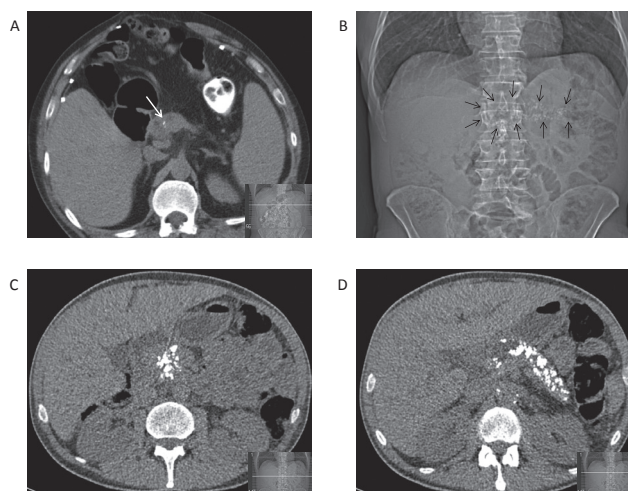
Feine Verkalkungen im Pankreas können am besten in einer Computertomographie in der Nativphase gesehen werden, da sie sich dann deutlich vom Pankreasgewebe abheben (A). Sehr ausgedehnte Verkalkungen können auch in einer Abdomen leer Aufnahme gesehen werden (B). In der Computertomographie des gleichen Patienten zeigt sich, dass nur noch wenig Pankreasgewebe übrig bleibt (C und D).
